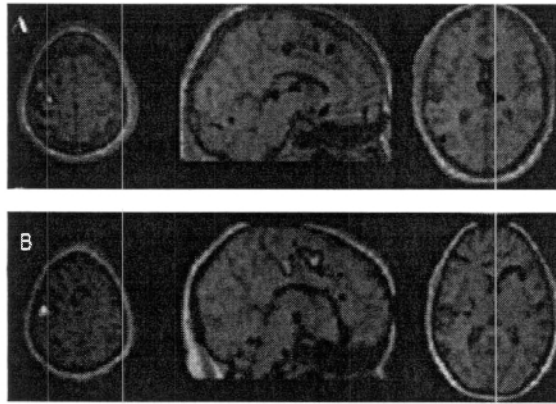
Imágen obtenida con RM. En (A) se muestra el área de SNc de un paciente con EP, en (B) se muestra la misma área pero en un paciente sano. [Imagen extraída de <http://www.fedesparkinson.org/newsfep/>]
